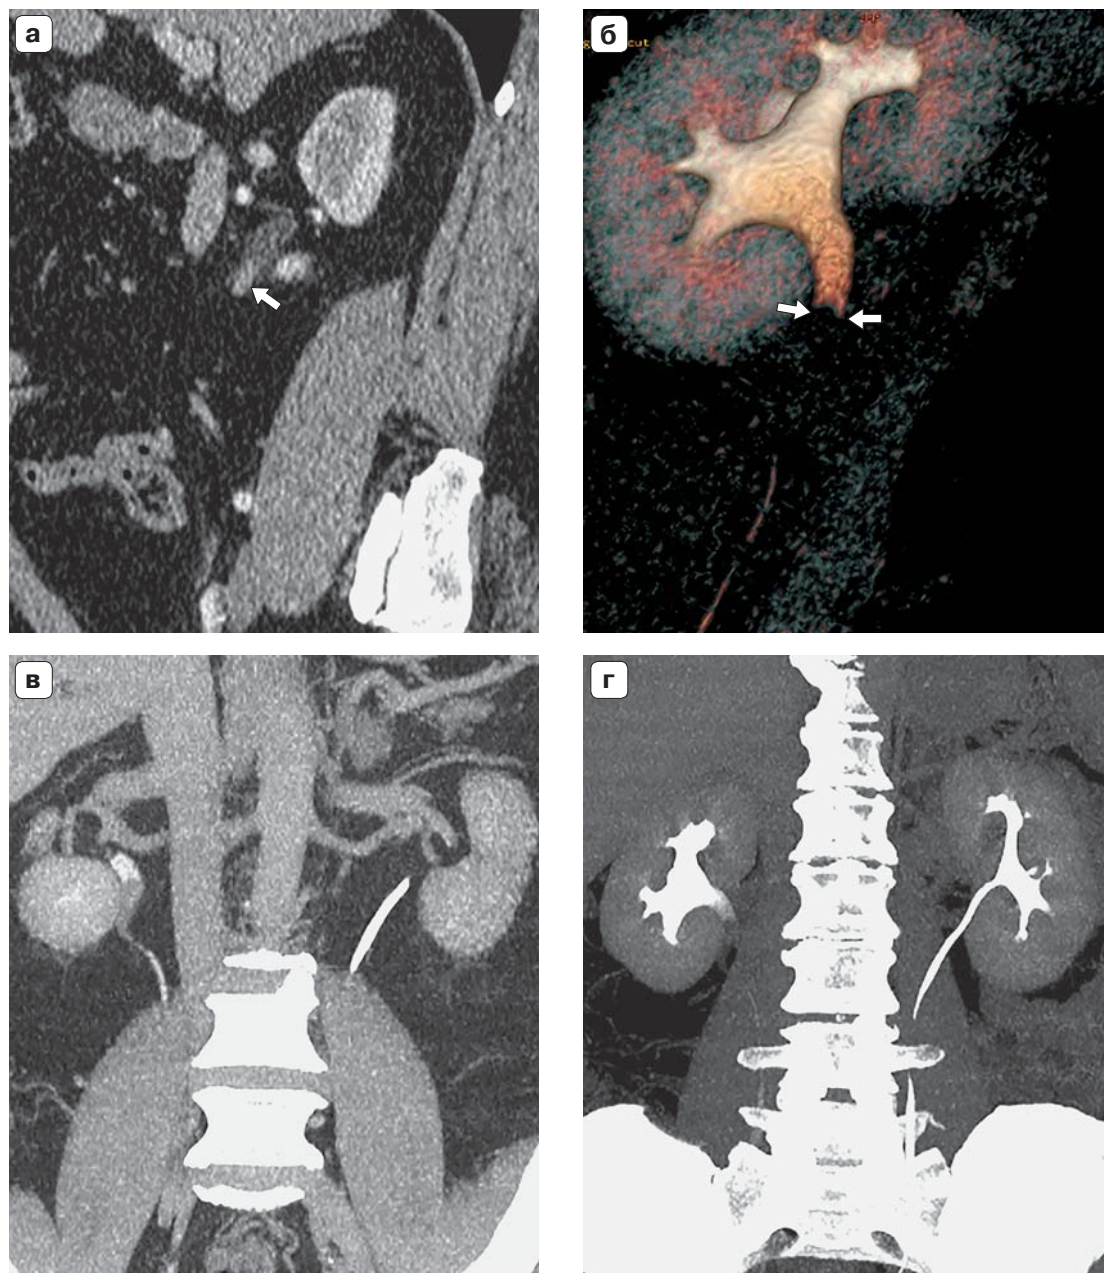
МСКТ-изображения уротелиального рака лоханочно-мочеточникового сегмента правой почки. а – артериальная фаза; б – экскреторная фаза, 3D-реконструкция; в, г – MIP, экскреторная фаза. В лоханочно-мочеточниковом сегменте правой почки мягкотканное образование (стрелки), накапливающее контрастный препарат в артериальную фазу (а). В экскреторную фазу (б–г) визуализируется дефект контрастирования выделительной системы почки (стрелки). Отмечается нерезкое расширение ЧЛС левой почки (г).
